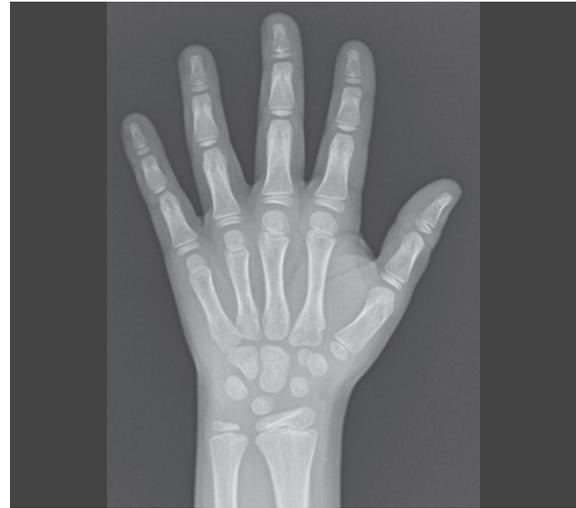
Idade óssea é obtida através da análise da imagem radiológica do punho e mão esquerdos da criança, comparando o aspeto e formato dos seus núcleos de ossificação, com os presentes em imagens radiológicas padrão de cada idade. (*Radiographic Atlas of Skeletal Development of Hand and Wrist* by Greulich WW and Pylle SI. Stanford, CA:Stanford University Press, 1959)
